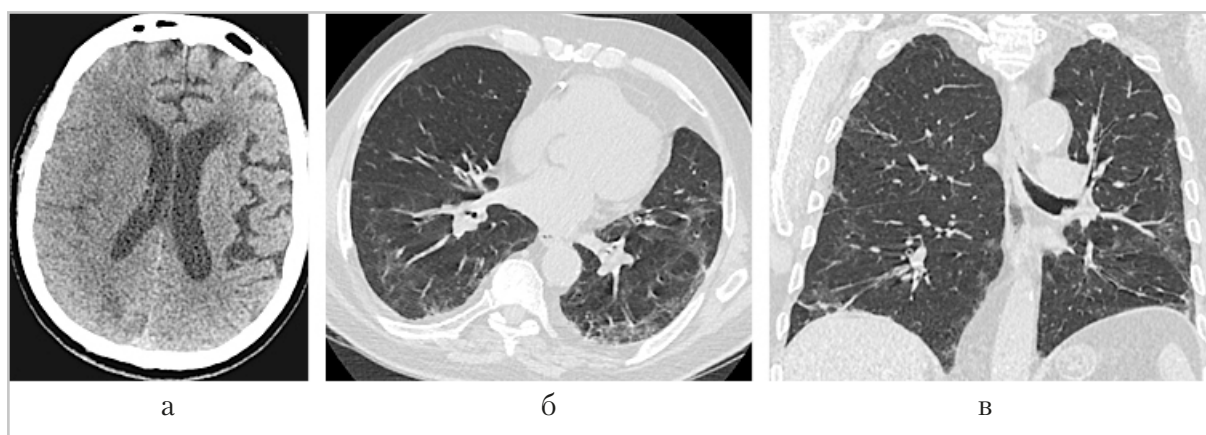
Компьютерные томограммы головного мозга и легких: аксиальная (а, б) и коронарная (в) проекции. Пациент К., 75 лет, обширный полушарный инфаркт в правом полушарии мозга по ишемическому типу (бассейн ПСМА). Двусторонняя вирусная пневмония, с высокой вероятностью вызванная вирусом SARS-CoV-2 (КТ-2). Больной переведен в отдельный «ковидный» бокс отделения реанимации
